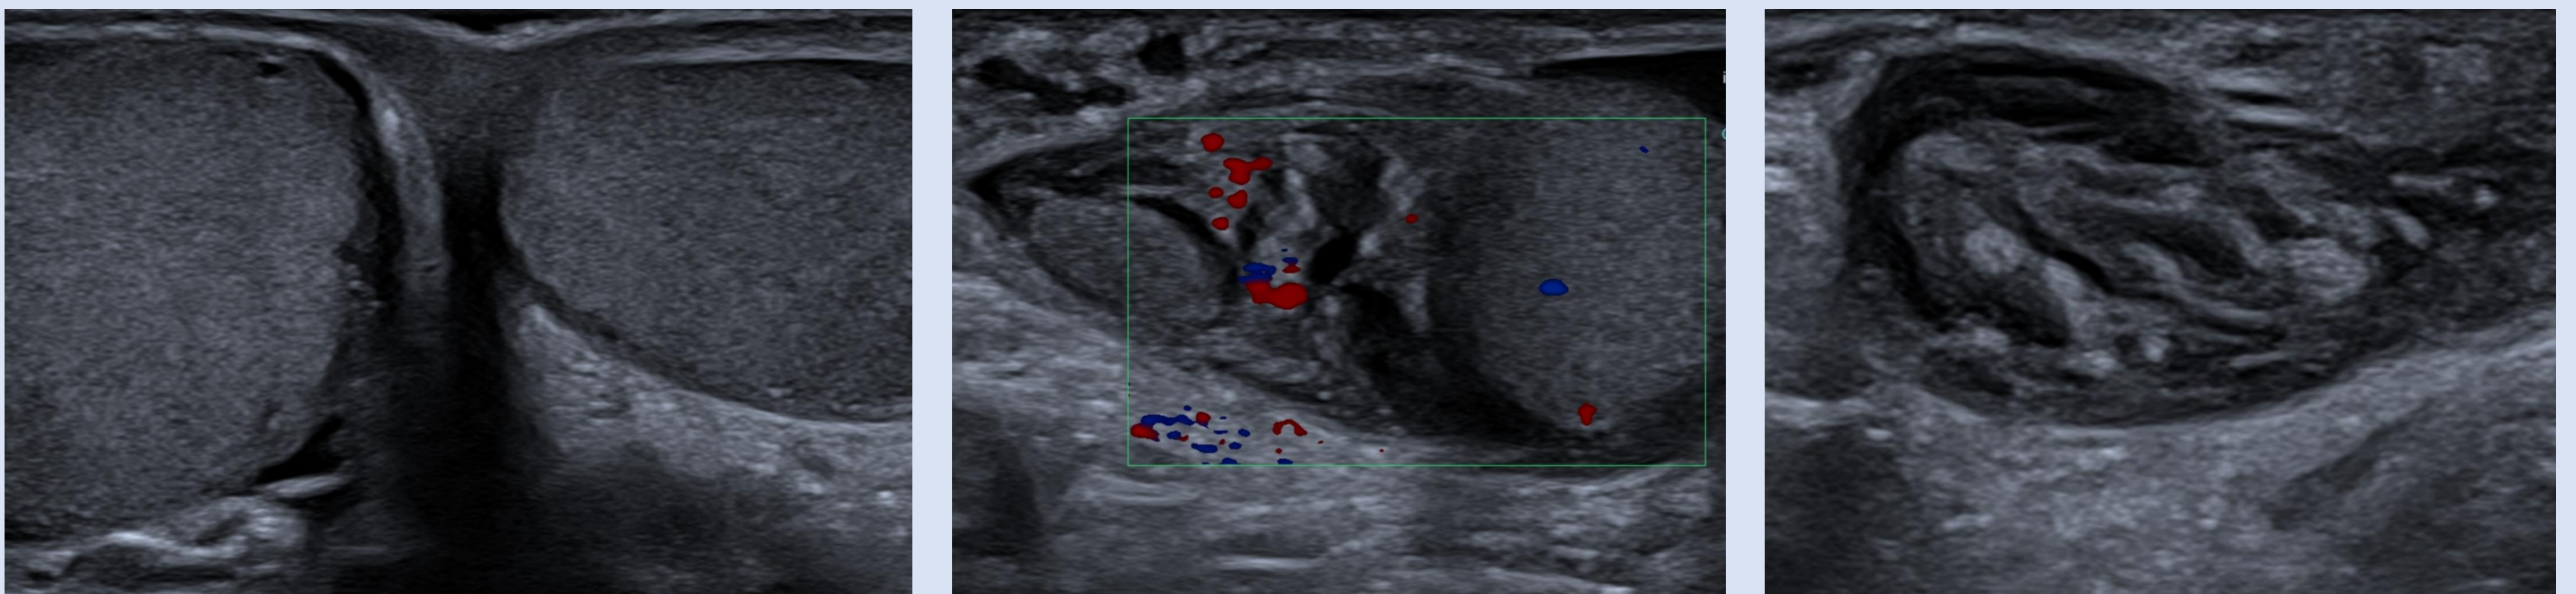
Torsión incompleta (<math><360^\circ</math>). Teste derecho aumentado de tamaño con respecto al izquierdo, presentando unos bordes algo irregulares, pero con ecogenicidad similar al teste contralateral. Se identifica el cordón espermático engrosado y una imagen de aspecto en remolino. Mediante Doppler color la vascularización se encuentra presente, aunque levemente disminuida con respecto al teste izquierdo.
